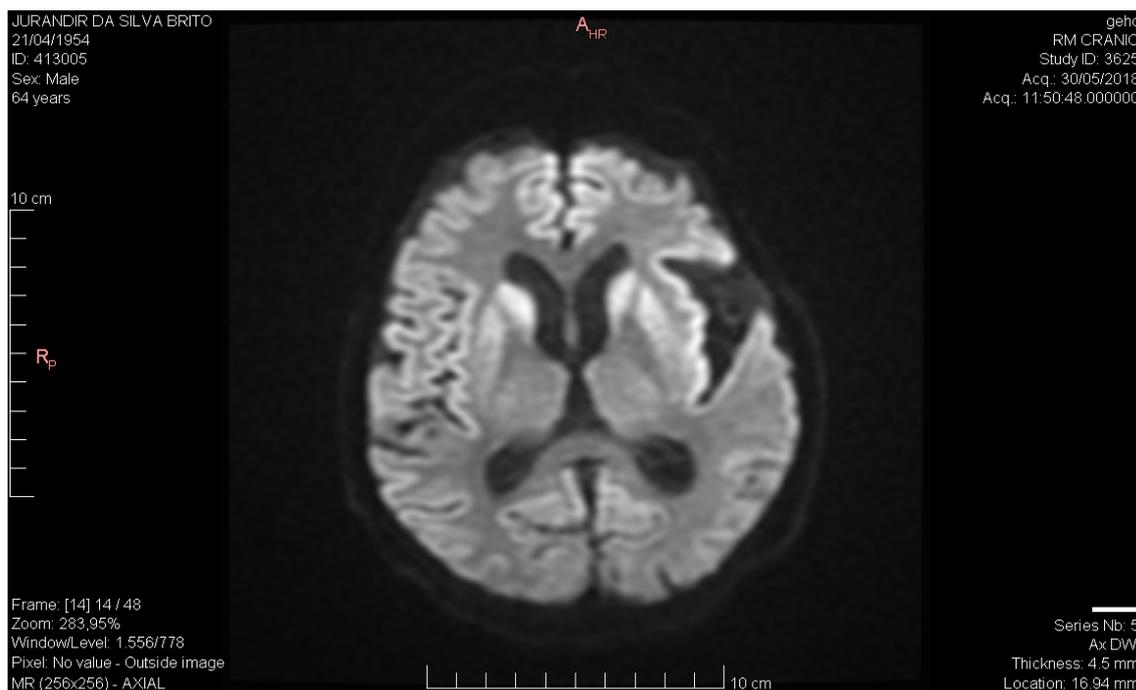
Ressonância nuclear magnética do segundo paciente também evidenciando hipersinal em núcleos da base e no córtex cerebral com restrição à difusão na sequência DWI.
